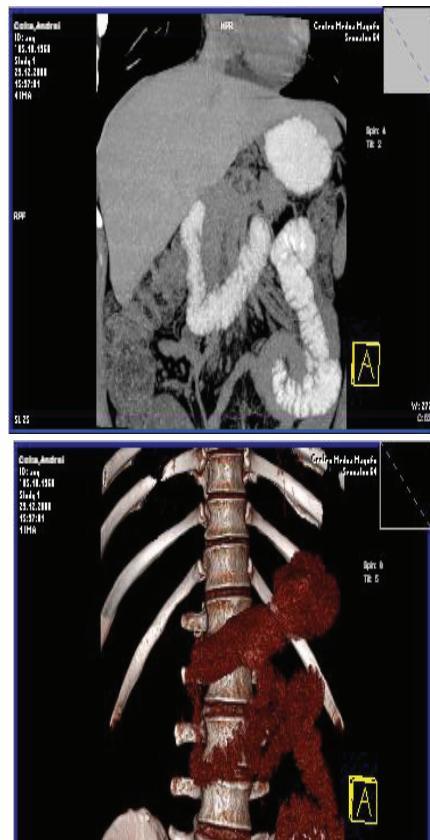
Duodenostază prin malrotație duodenală (duodenografie tridimensională prin CT)
